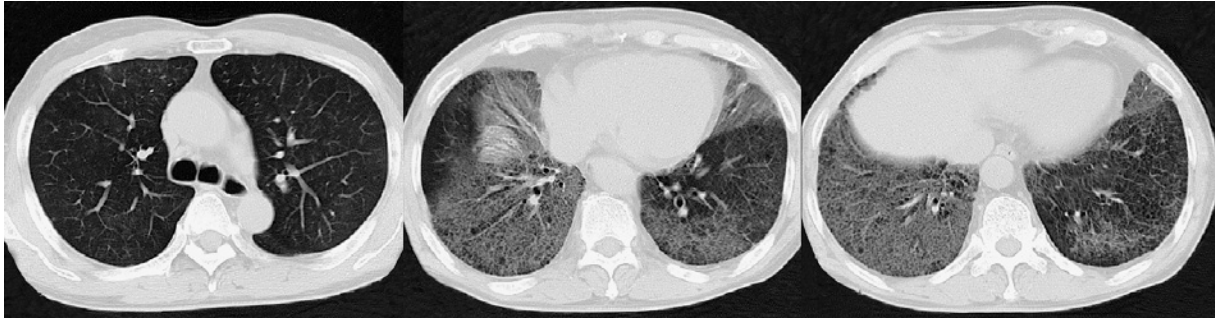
Chest computed tomography performed four months after the initiation of gefitinib therapy showing a decrease in the degree of consolidation, crazy-paving appearance and centrilobular ground-glass opacity compared with the findings observed on admission.
